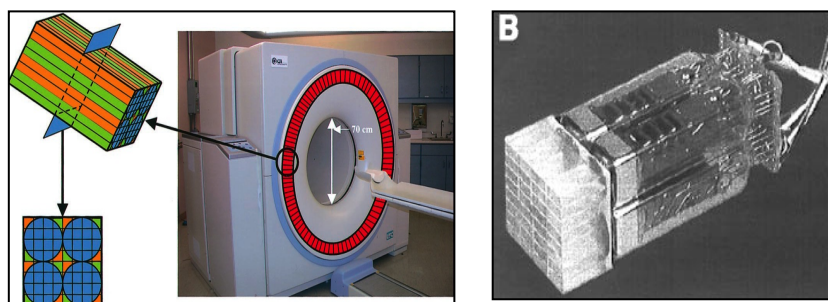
Tomógrafo PET-CT exemplificando o arranjo de detectores em anel (a vermelho) e exemplo esquemático de 1 bloco detector com 8x8 cristais em ligação a 4 PMTs (A), (adaptado de [16]). Bloco detector (B) (adaptado de [13]).
